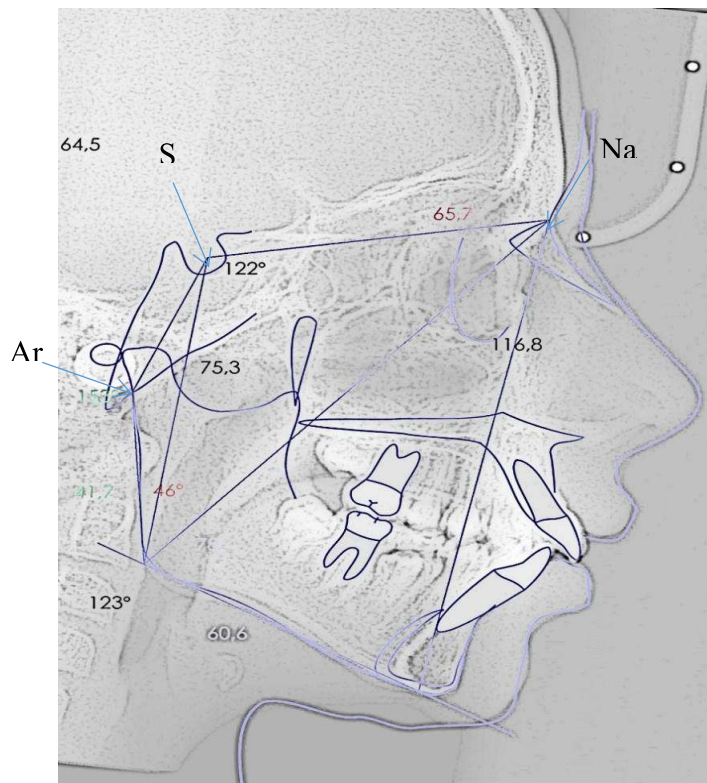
Legenda dos pontos Sela (S), Nasion (Na) e Articular (Ar) numa telerradiografia lateral.
